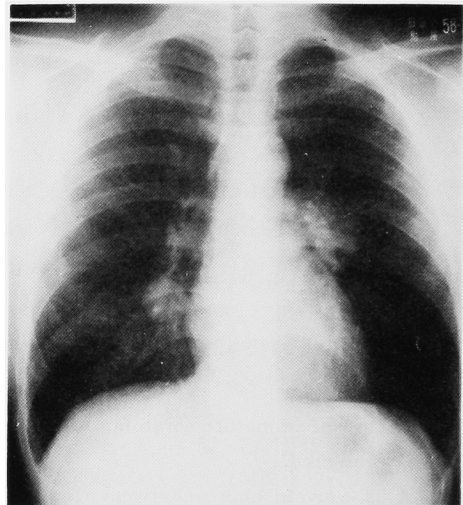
Chest plain film: residual pulmonary nodules after a course of VP-16
